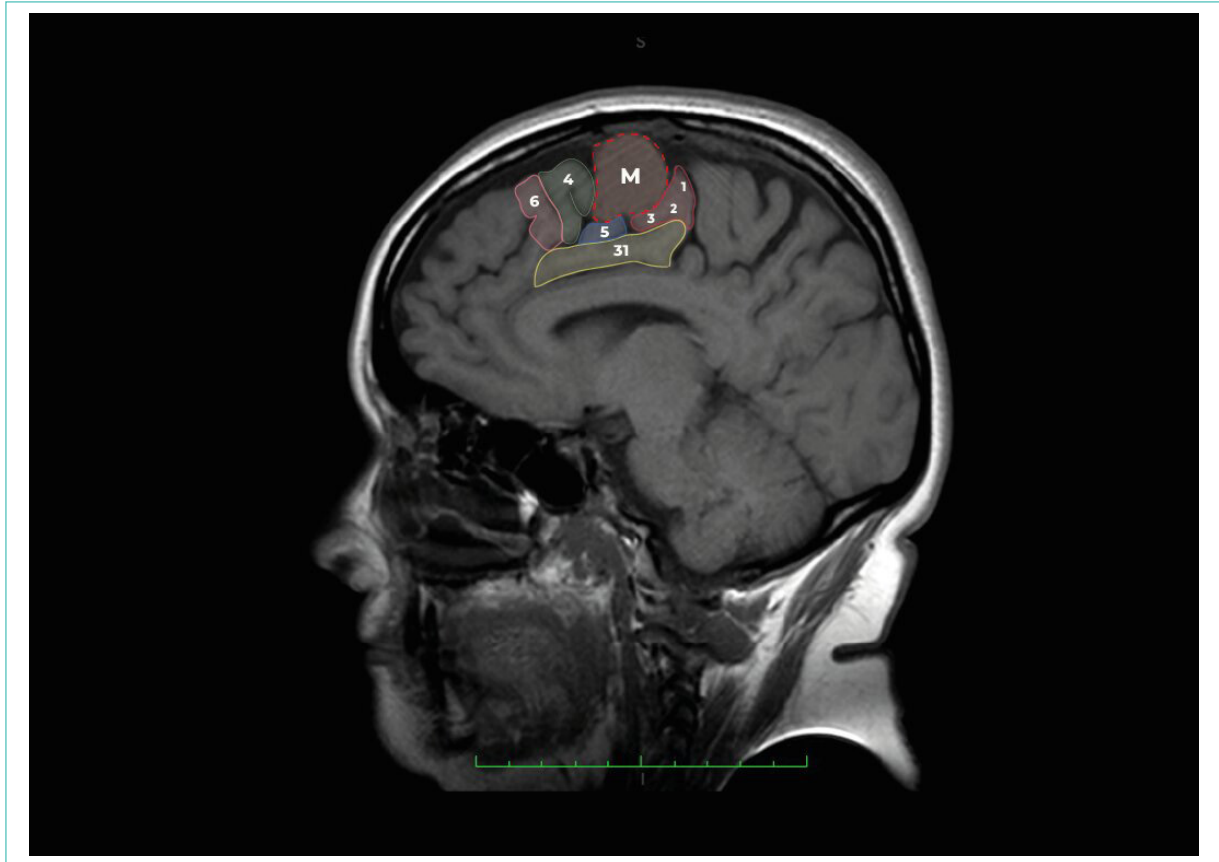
Imagen de resonancia magnética de encéfalo; corte sagital en secuencia FLAIR donde se observa a nivel de lóbulo frontal área hiperintensa compatible con masa extra axial (M) que comprime áreas correspondientes a giro precentral y pérdida de volumen cortical discreto a nivel frontoparietal superior izquierdo. Se señalan las áreas de Brodman circunscritas a la lesión.
